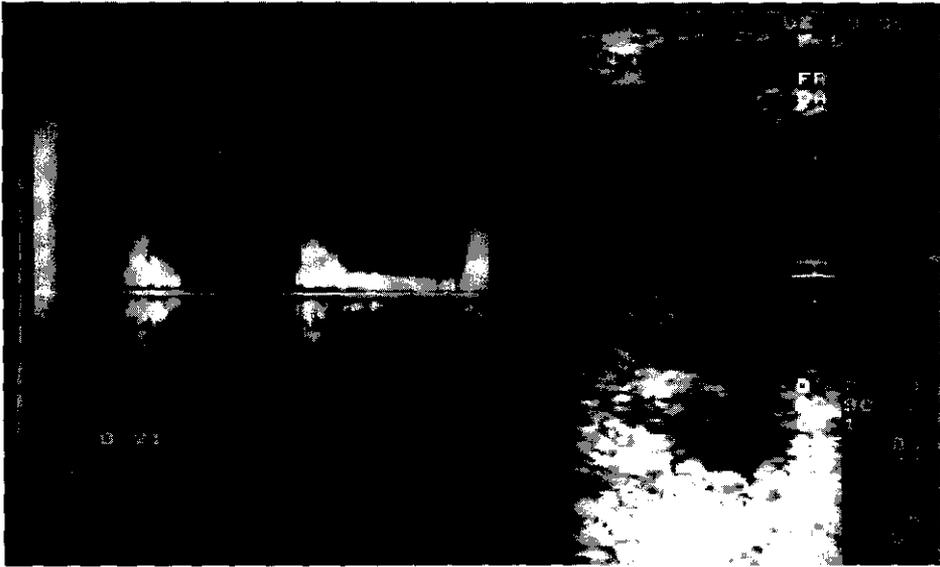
Eco-Doppler postembolización.
